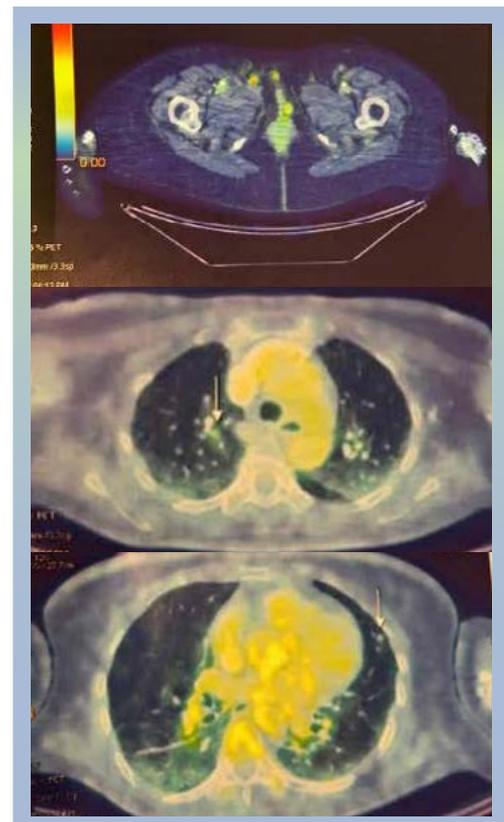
PET/TC con múltiples lesiones hipermetabólicas
